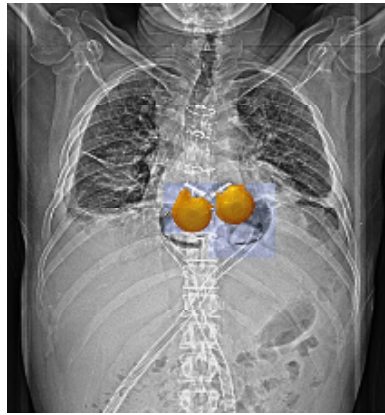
Fotomontage: Röntgenbild mit zwei HeartWare HVAD im Brustkorb © DHZB
